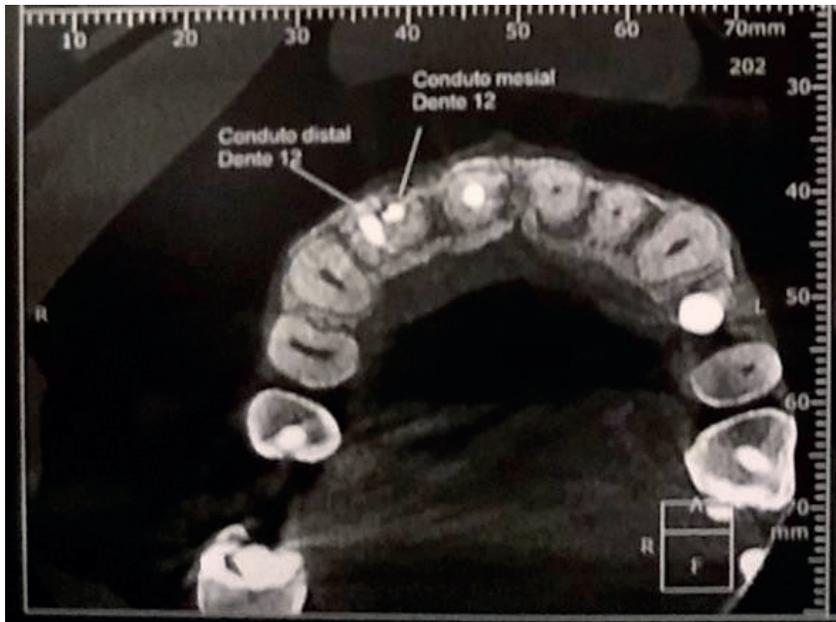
Imagem da tomografia computadorizada volumétrica em corte axial mostrando a presença de dois condutos no dente 12.
